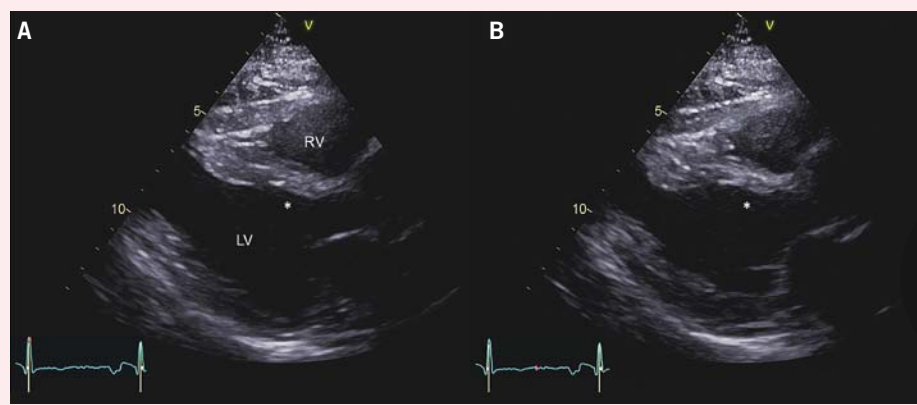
Adaptierter parasternaler Langachschnitt, enddiastolische (A) und endsystolische (B) Aufnahme. Es zeigt sich eine Ausdünnung und Akinesie des basalen Septums (*). LV: linker Ventrikel, RV: rechter Ventrikel
